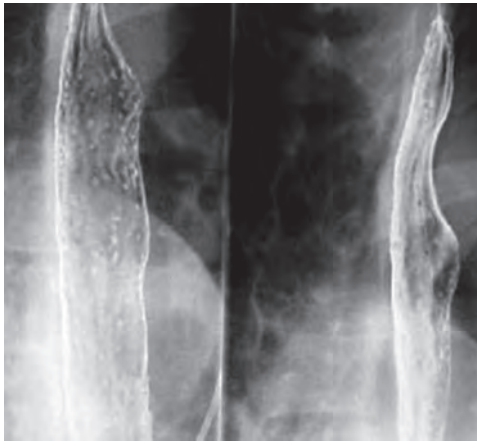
Множественные мелкие эрозии и язвы, клинически проявляющиеся пищеводными кровотечениями на фоне других внешних признаков при синдроме Хортона (данные рентгенологического исследования пищевода с контрастным веществом)
